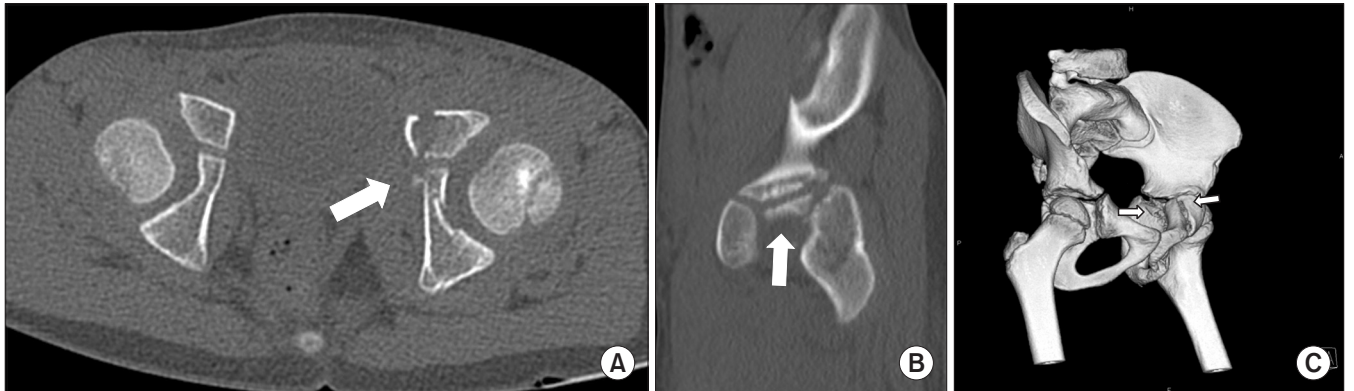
(A) It is an axial view of the computed tomography (CT). (B) It is a sagittal view of the CT of the left acetabulum. (C) On 3-dimensional CT, fracture line of anterior wall and fracture fragment of triradiate cartilage are observed (white arrows).
